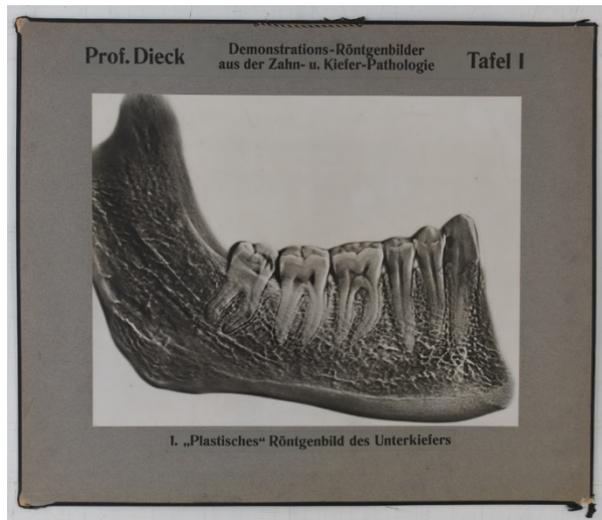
Röntgentafel LT 82¹
